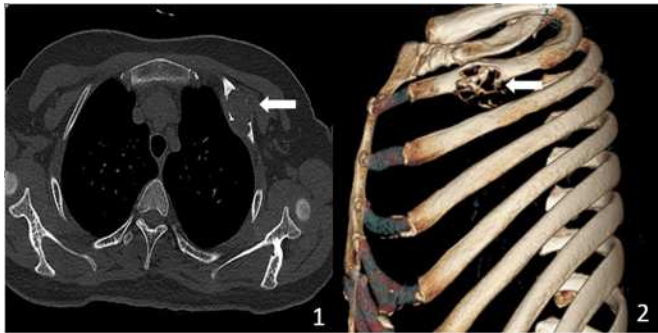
，2 胸部CT及肋骨三维重建显示左侧第二肋骨局部骨质膨胀改变，局部骨质变薄、欠连续
